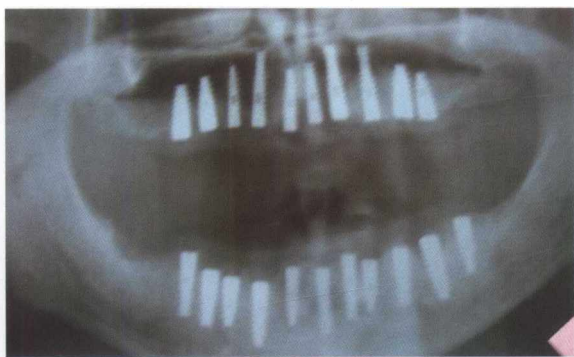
Radiografia de control la 4 luni
